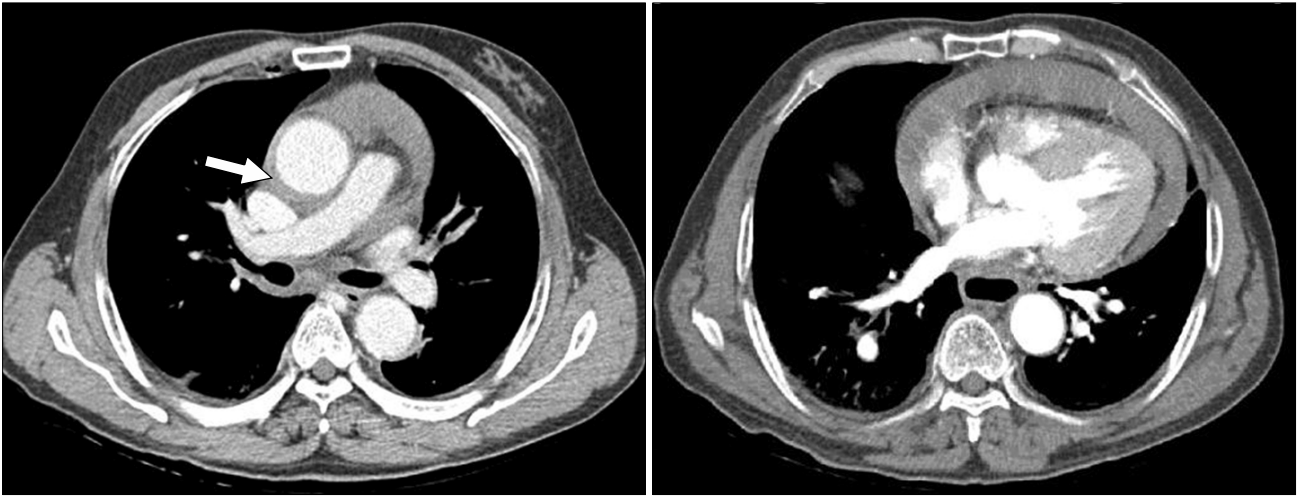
Preoperative thoracic aorta CT showing the intramural hematoma (white arrow) of the ascending aorta complicated with hemo-pericardium.
